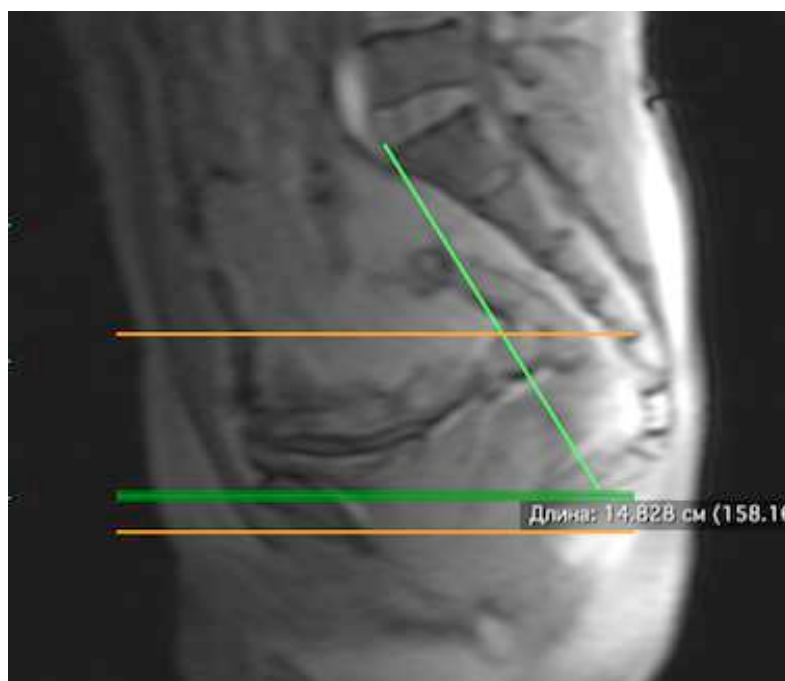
МРТ определение размера длины крестца
